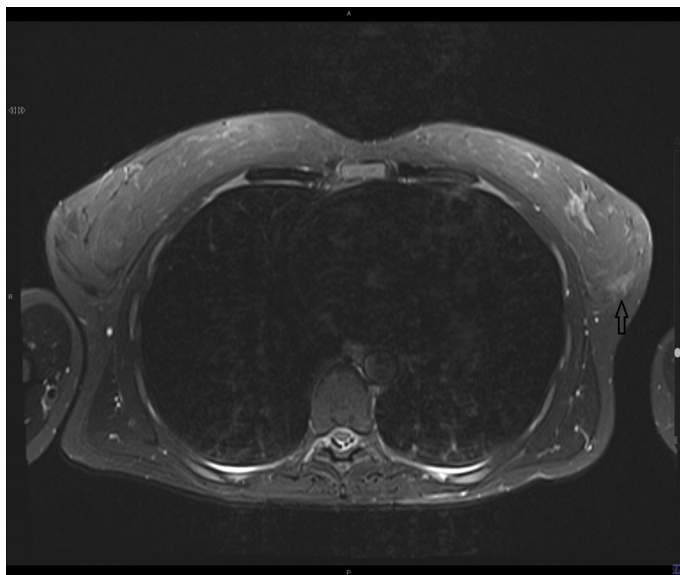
Resonancia magnética torácica, secuencia STIR axial a la misma altura de corte que la Figura 1. Foco de edema ubicado en la misma zona en el receso posterior de glándula mamaria izquierda, sin observar la banda ligamentosa continua, compatible con lesión traumática aguda del ligamento de Cooper (flecha).
